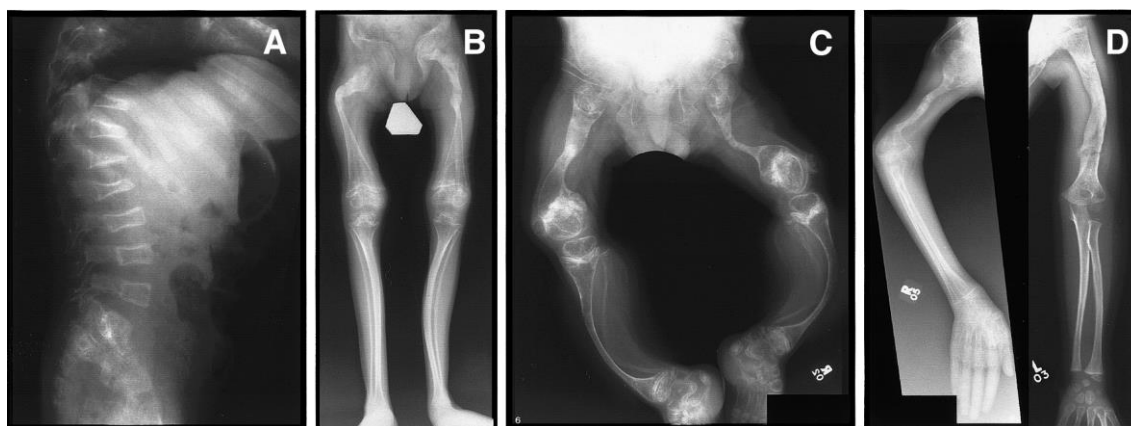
Radiografías de sujetos con OI. Puede observarse una espina lumbar con compresión vertebral y fracturas severas (A), extremidades inferiores con una deformidad severa de huesos largos y protrusión acetabular (B), extremidades inferiores con metáfisis distales bulbosas (C), y extremidades superiores con fracturas y deformidad ósea. Tomado de Glorieux y colaboradores (32).
